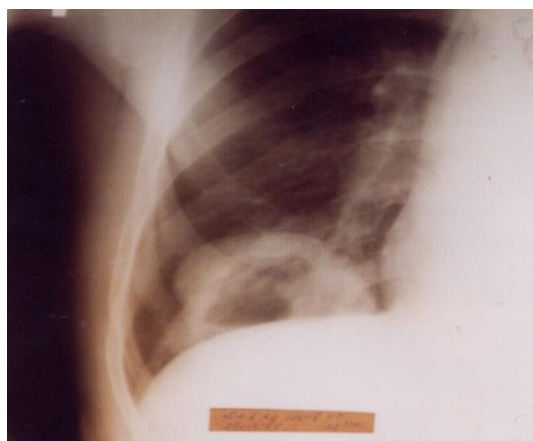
Рентгенограмма правого легкого больного Д. В проекции нижней доли правого легкого округлая тень 8,5x6,0 см с газом в верхнем полюсе.
